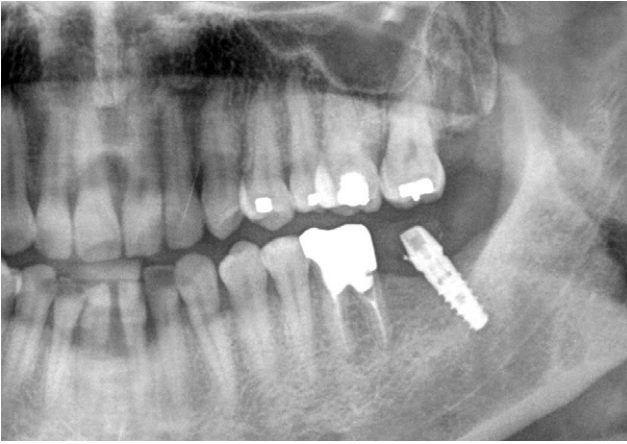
치료 종료시 파노라마 방사선 사진.
